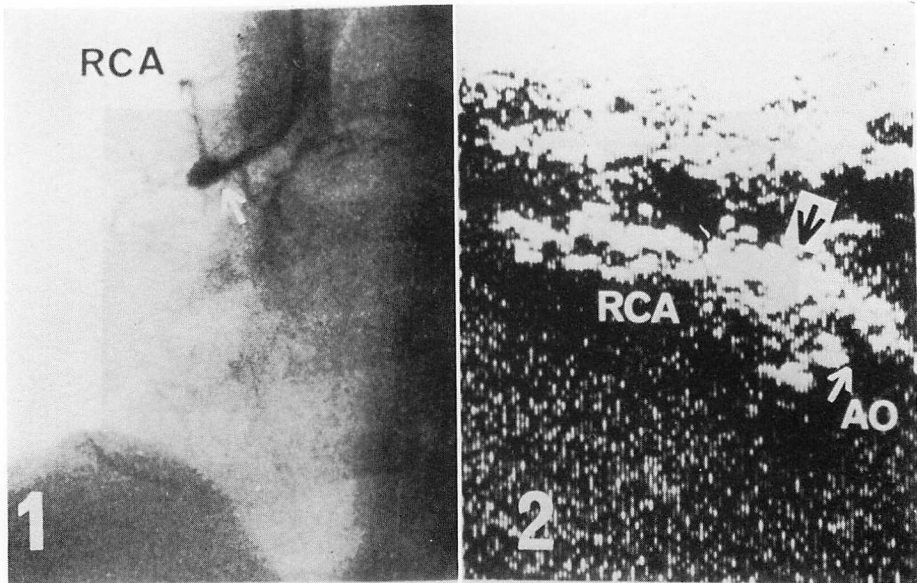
Two-dimensional echocardiogram and coronary angiogram from a case of Kawasaki disease with right coronary stenosis (9 years old male).
